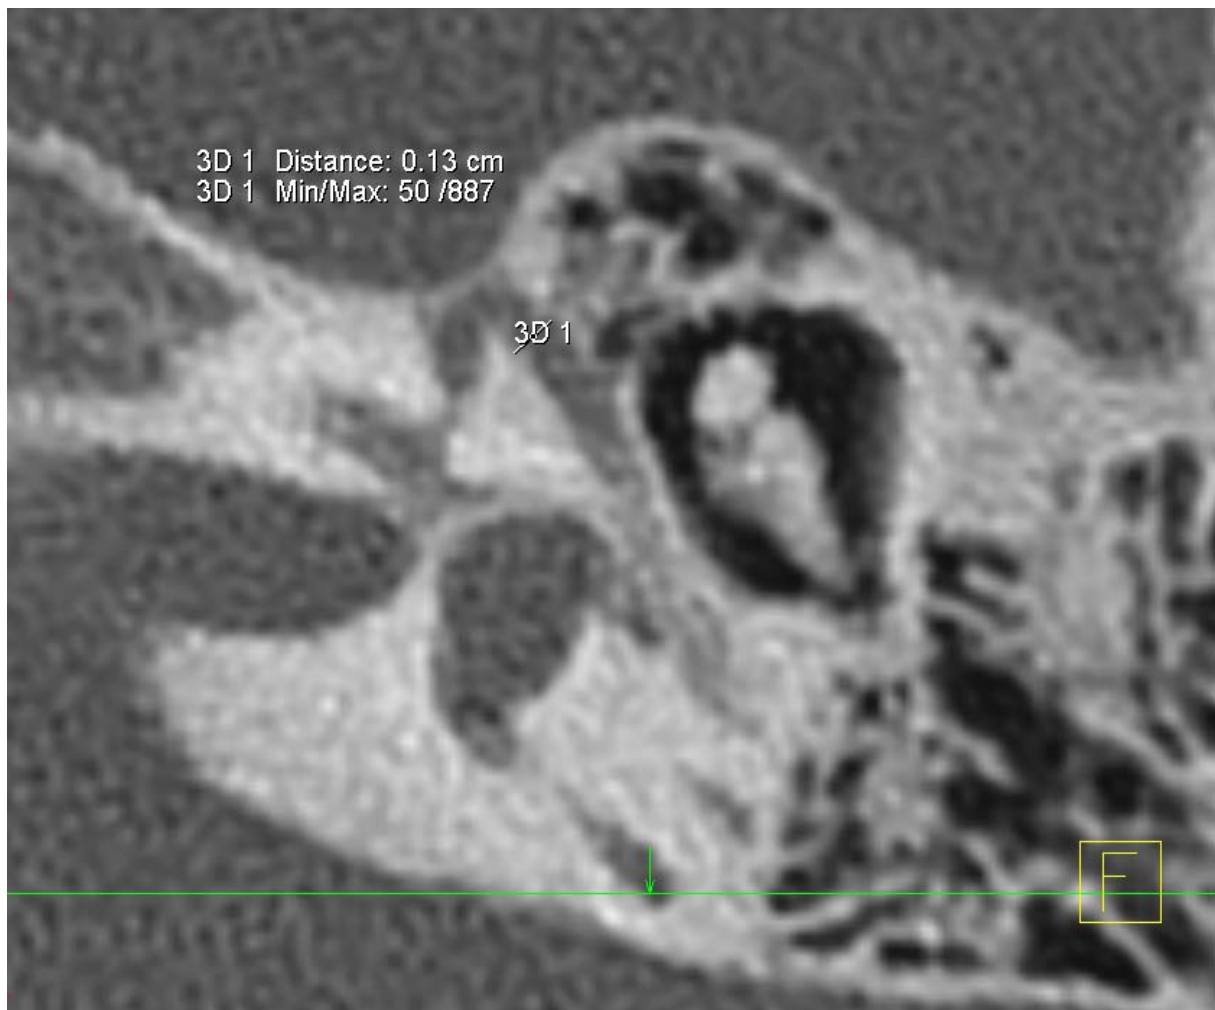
Messung des Durchmessers des Canalis facialis im Bereich des Tympanons {3D 1} [CT_CFT_li] mit Tool ,2D Distance
